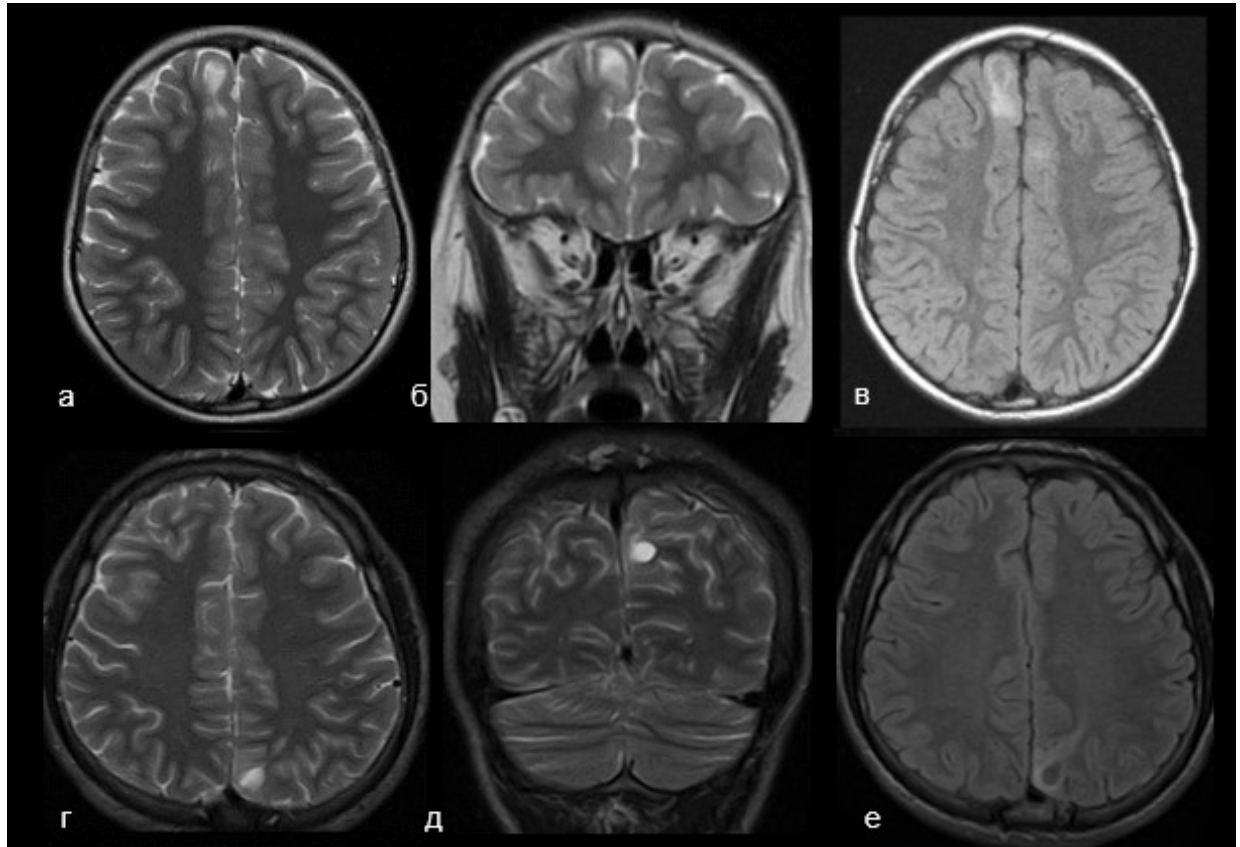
Патологические внутримозговые субстраты с дифференциальным диагнозом ФКД 2 типа/опухоль по данным рутинной МРТ с КУ. Субстраты характеризовались идентичными сигналами во всех рутинных импульсных последовательностях, локальным или регионарным утолщением коры в зоне интереса, сглаженностью серо-белой демаркации в кортико-медуллярной зоне, наличием единичных либо множественных кистозных включений. Во всех случаях отсутствовали накопление контрастного вещества и иные типичные для опухоли радиологические характеристики. Патоморфологический диагноз после операции – ФКД 2б типа (а, б, в), ганглиоглиома (г, д, е)
